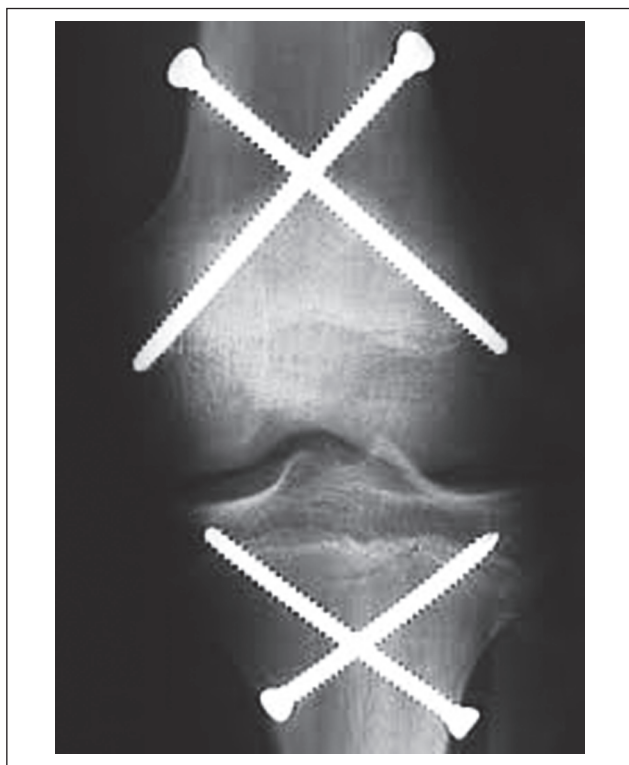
Фотовідбиток рентгенограми блокування НЗ стегнової та великогомілкової кістки за допомогою гвинтів (PETS-техніка)
